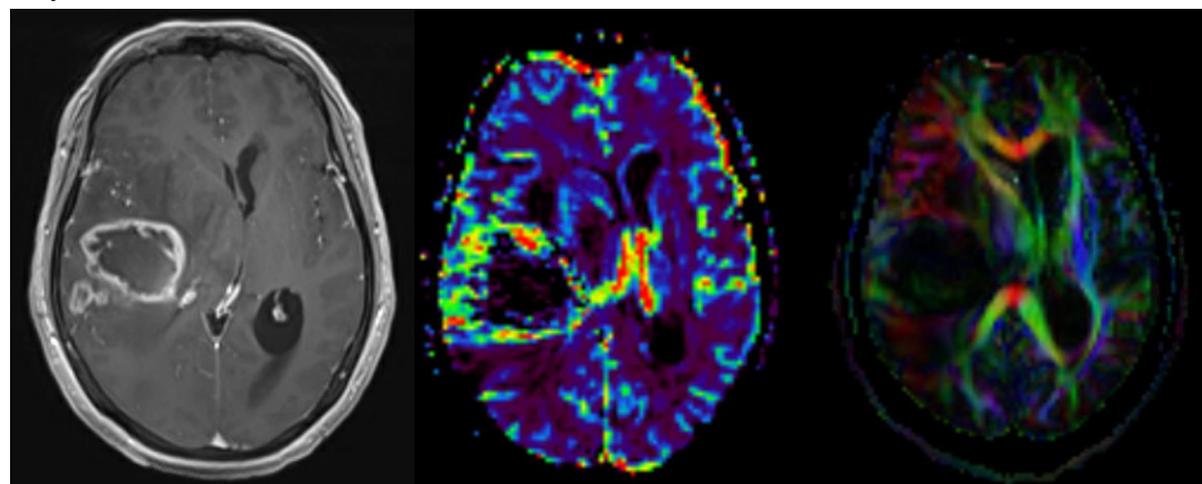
RM de glioblastoma multiforme parieto temporal derecho. Cortes axiales de RM. Necrosis, edema (izda). Vascularización aumentada (centro). Tractografía (dcho).
